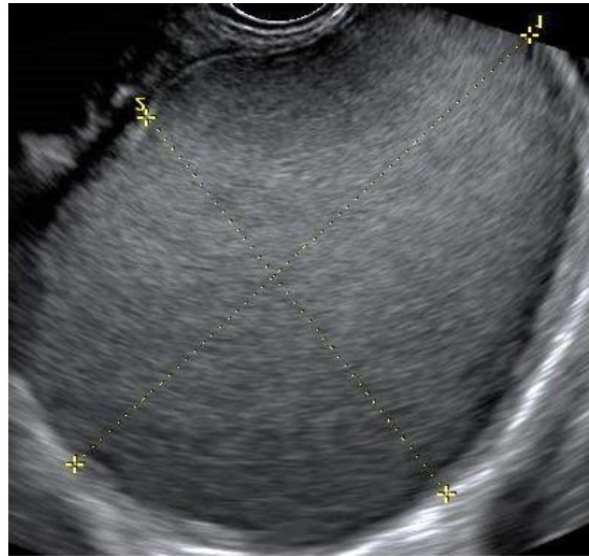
Visione di un endometrioma tipico all'ecografia transvaginale. (17)
